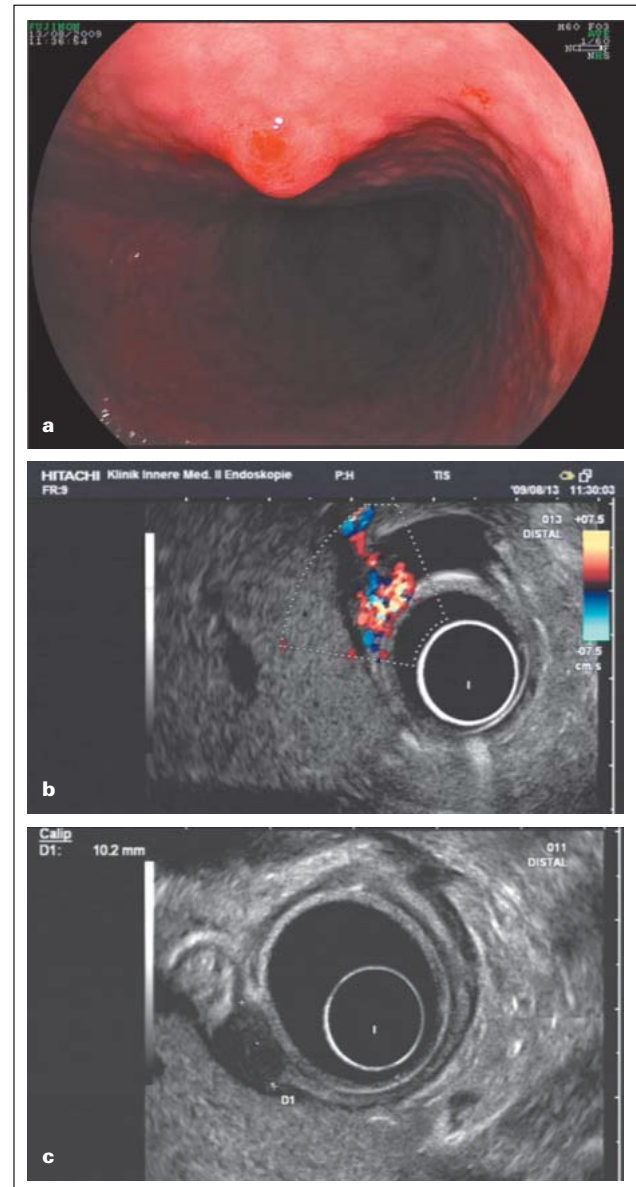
Neuroendokriner Tumor des Magens (Typ 1). (a) Endoskopisches Bild; (b) Sonovue-unterstützte Endosonographie; (c) endosonographisch sichtbare M.-propria-Infiltration.
